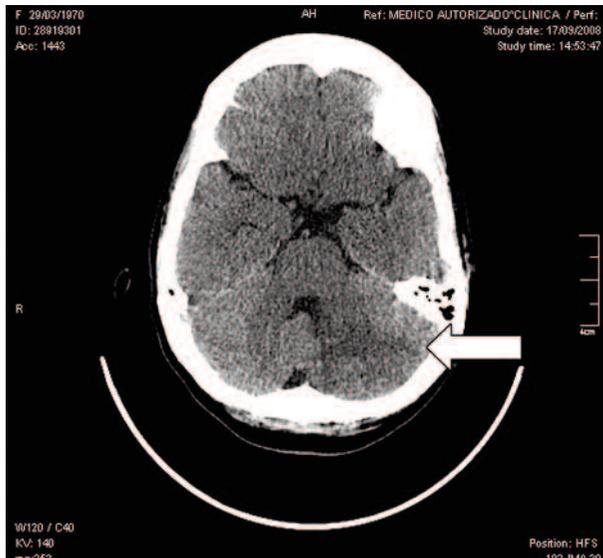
TC craneal: hipodensidad en el lóbulo izquierdo del cerebelo (flecha).
